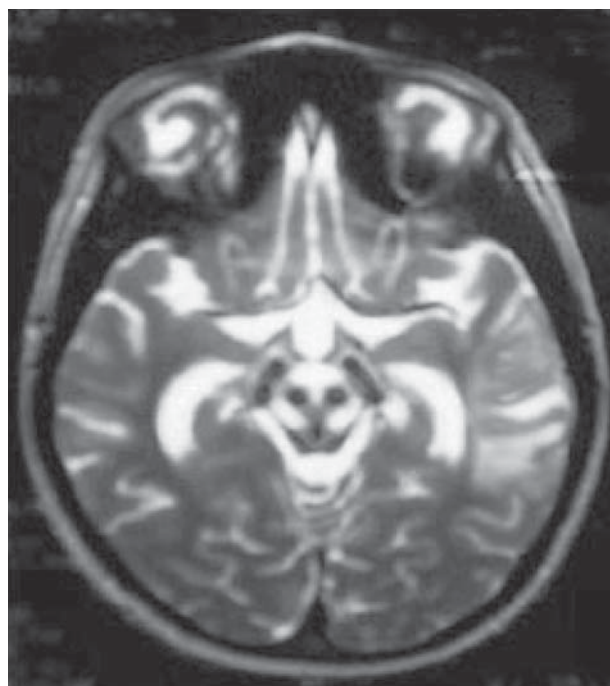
МРТ головного мозку у режимі T2. Ознака «обличчя гігантської панди». Дивіться на середній мозок (прямо по центру): чорні очі та ніс, чорні вухка з боків голови [4]
